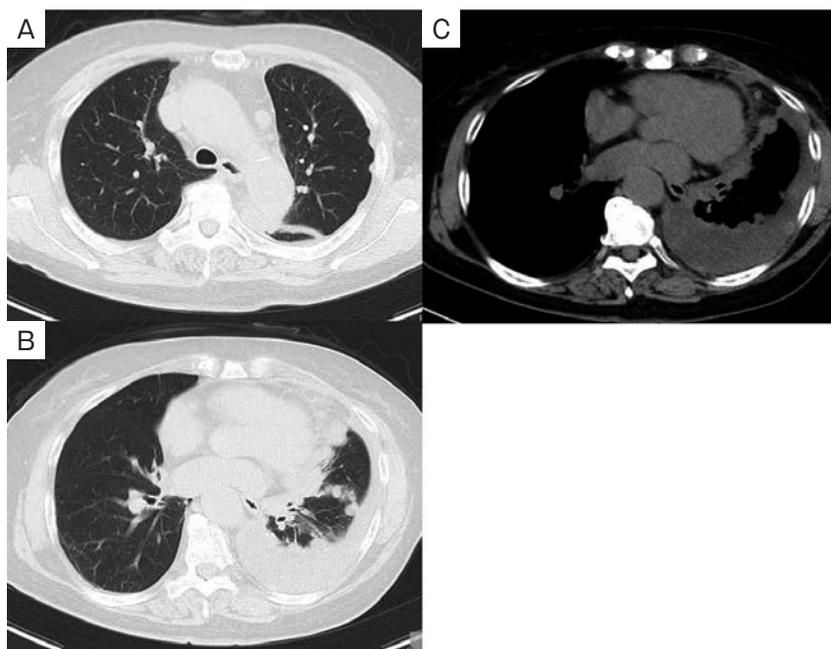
胸部CT。(A, B) 肺野条件. 左胸膜直下に隆起性病変を認めた. 肺野にも境界明瞭な結節陰影を認めた。(C) 縦隔条件. 胸水貯留を認めた.
